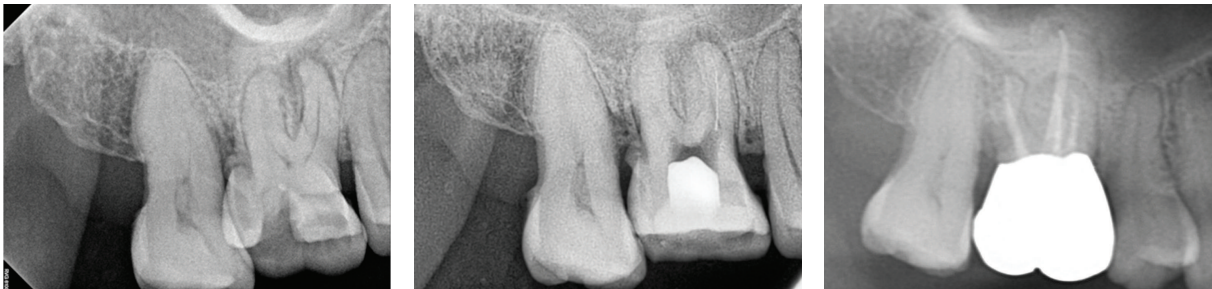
(A) Pre-operative, (B) intra-operative indicating separated instrument, and (C) 6 month follow-up radiograph.
